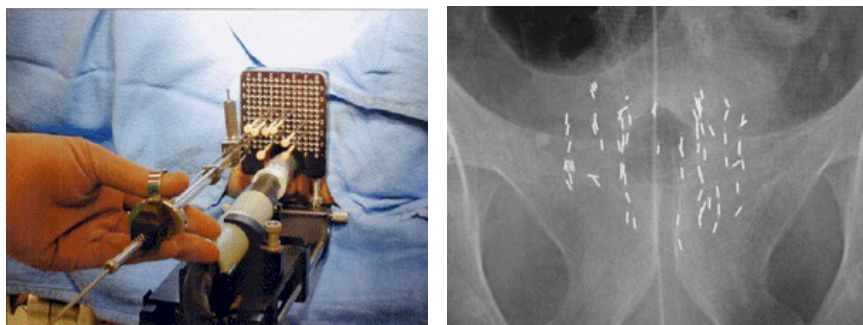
Установка радиоактивных «семян» (слева), рентгенограмма простаты с установленными «семенами» (справа)
